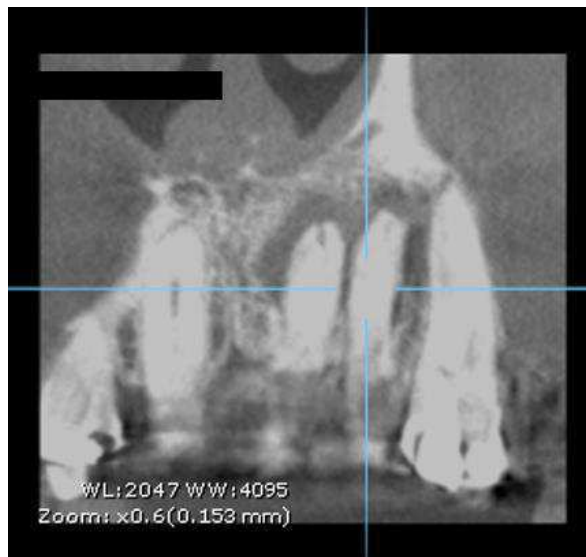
Tomografia computadorizada de feixe cônico. Rarefação óssea envolvendo região de assoalho de fossas nasais.
